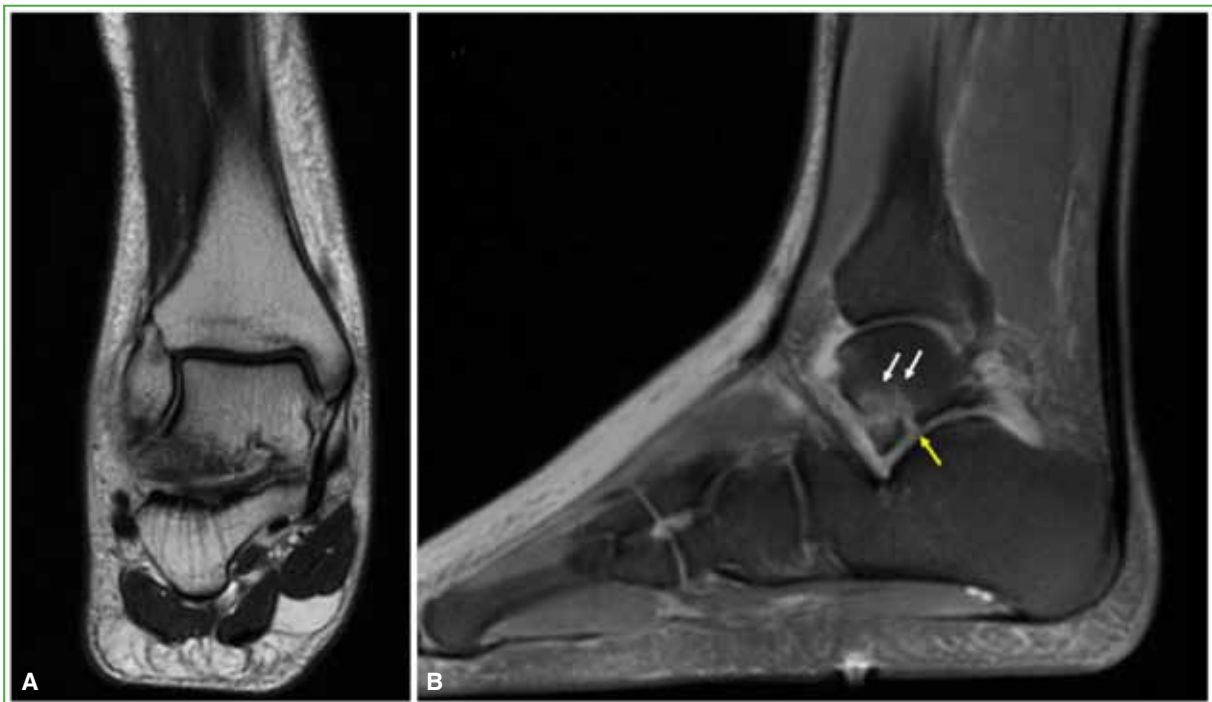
Resonancia magnética de tobillo y pie solicitada en el primer control, a los 7 días del accidente. A. Corte coronal. B. Corte sagital.
